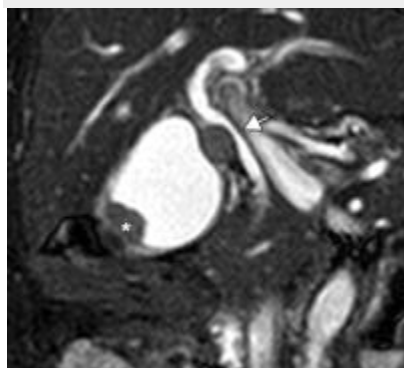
colecistitis aguda causada por la obstrucción del conducto cístico debido a un cálculo impactado en un hombre de 65 años de edad con dolor en hipocondrio derecho. La RM se realizó debido a que la causa de la sospecha de colecistitis aguda no se pudo determinar con EE.UU.. (a) Imagen de una sola sección de MR colangiopancreatografía muestra una vesícula biliar distendida con un cálculo impactado (flecha) en el cuello de la vesícula. Hay otro cálculo (\*) en el cuerpo de la vesícula biliar. Tenga en cuenta la pequeña cantidad de líquido pericolecístico (puntas de flecha), que es marcadamente hiperintensa.(b) axial supresión de la grasa imagen ponderada en T2 muestra la vesícula biliar distendida causado por el cálculo impactado (flecha sólida). Hay engrosamiento difuso de intensidad desigual señal alta (flechas abiertas). Tenga en cuenta la pequeña cantidad de líquido pericolecístico (punta de flecha), que es marcadamente hiperintensa.(c) imagen coherente de estado estacionario coronal muestra el cálculo impactado (flecha) en el cuello de la vesícula. El cálculo impactado demuestra la pérdida de señal predominante con una pequeña región central de alta intensidad de señal.
